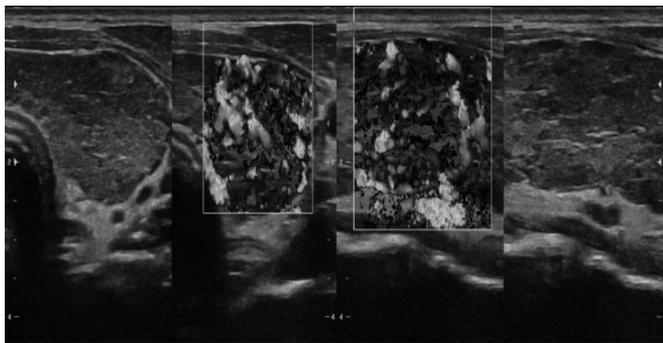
Больной И., 30 лет. На УЗИ щитовидная железа диффузно увеличена; на фоне общего снижения эхогенности определяются гипозоногенные включения (2-4 мм) и линейные гиперэхогенные структуры; кровоток заметно усилен. У больного гипертиреоз. Заключение: тиреоидит, гипертрофическая форма
